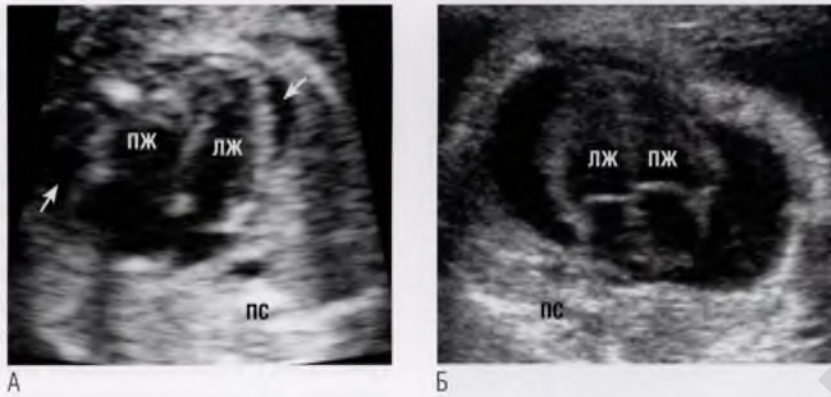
(А) На эхокардиограмме плода с трисомией 21 видно небольшое количество перикардиальной жидкости слева (в месте предсердно-желудочкового соединения) и справа (в области верхушки сердца) (стрелки). Это была изолированная находка. (Б) Большой выпот в полость перикарда при выраженном синдроме фето-фетальной трансфузии и кальцификации стенок магистральных сосудов. ЛЖ – левый желудочек; ПЖ – правый желудочек; ПС – позвоночный столб.
